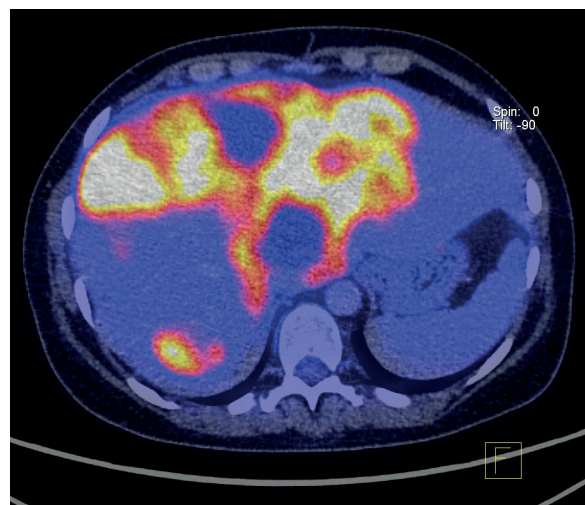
ПЭТ/КТ. Поперечный срез
